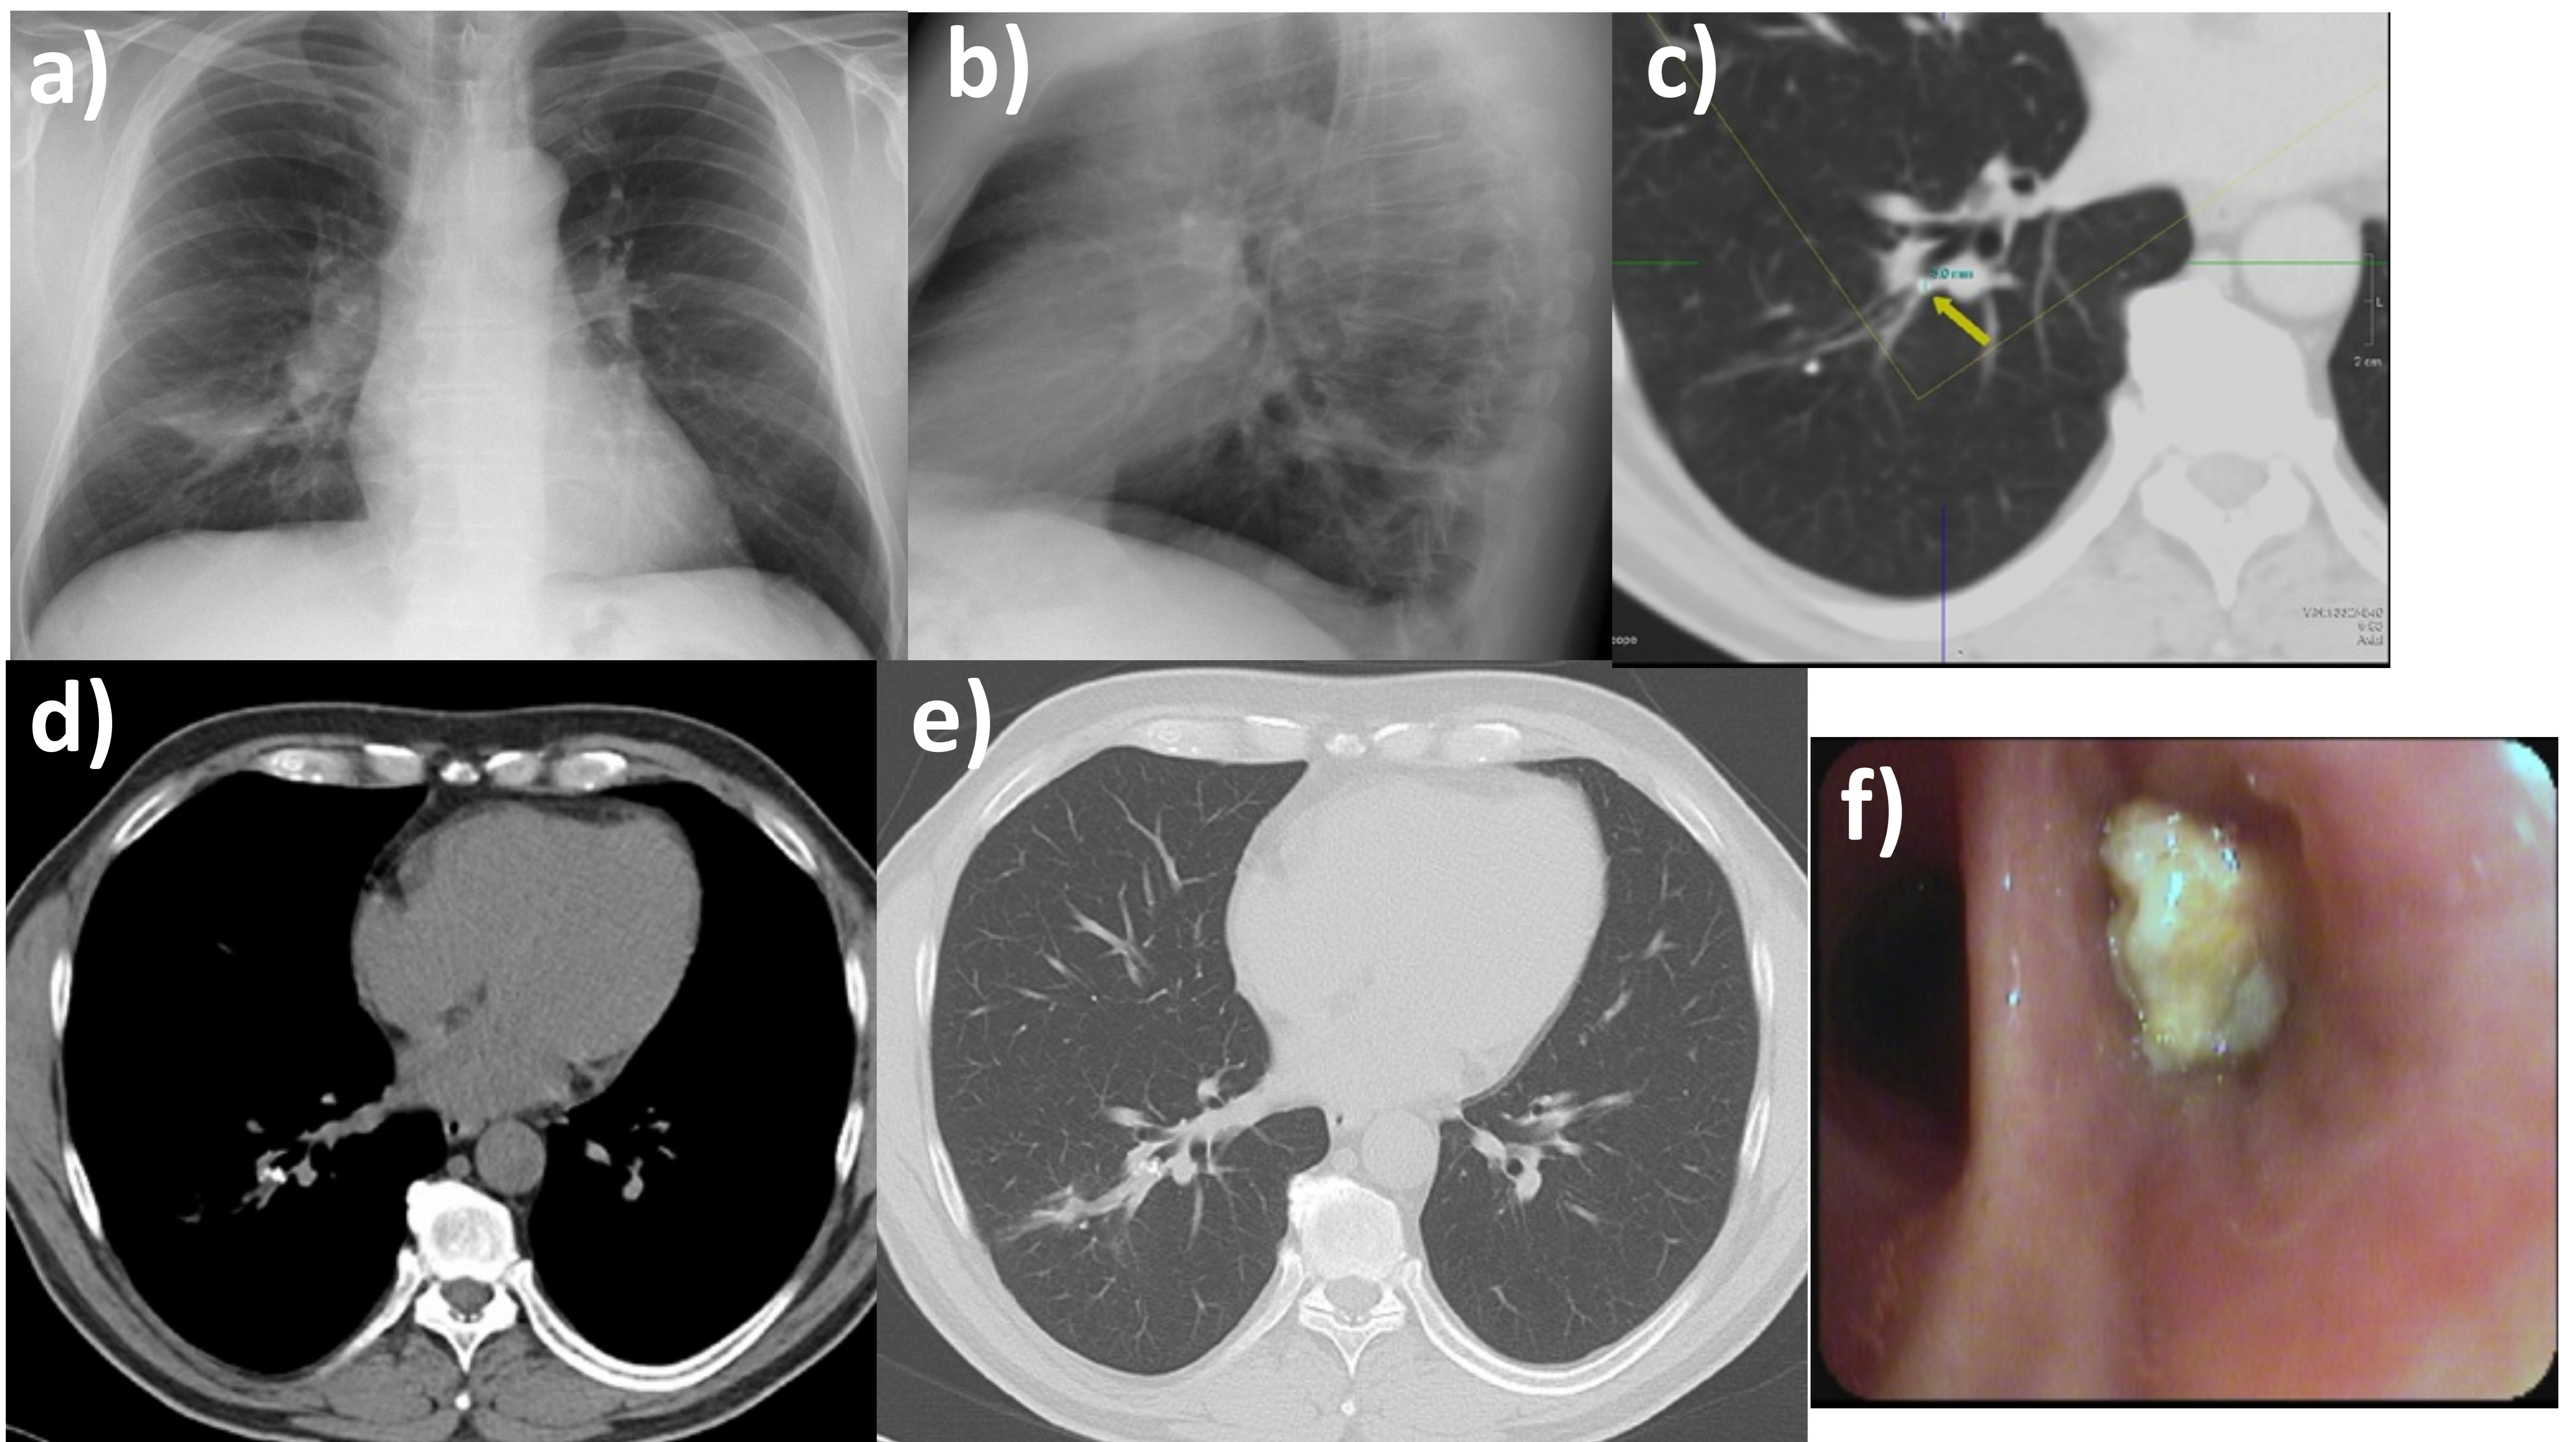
Radiografía de tórax (a y b) con infiltrado segmentario basal derecho. En TC de tórax sin contraste intravenoso (c, d y e) se observa una imagen de alta densidad con neumonitis distal. La broncoscopia muestra un cuerpo extraño endobronquial de consistencia ósea (f) que se extrajo completamente y resulto ser un fragmento dental.
